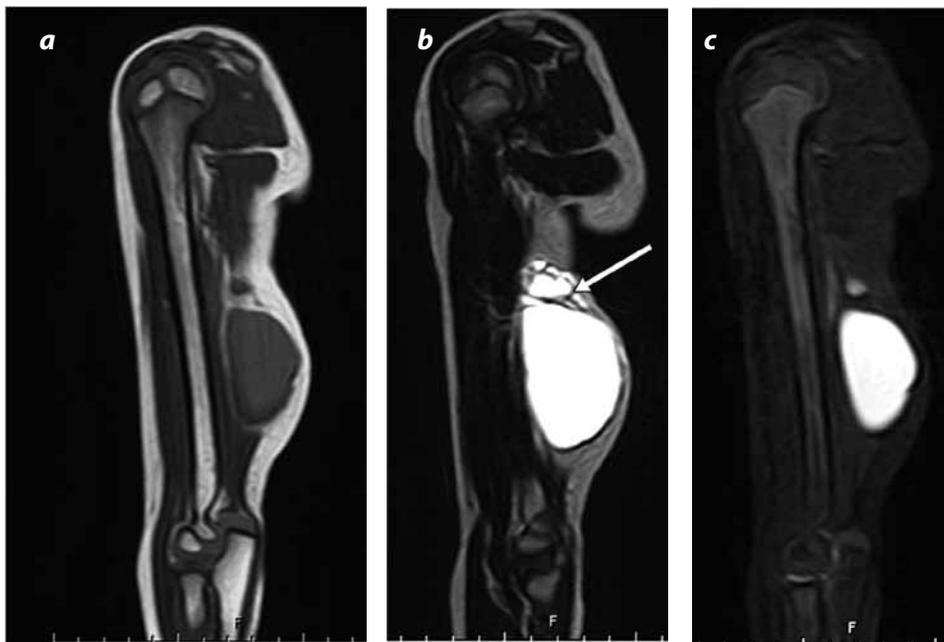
Resonancia magnética del brazo derecho. a) Secuencia coronal ponderada con información en T1. Muestra una masa ligeramente hiperintensa al músculo. b) Secuencia coronal ponderada con información en T2. Se observan tabiques finos (flecha) en la porción superior de la masa marcadamente hiperintensa. c) Secuencia coronal STIR, en la cual se identifica la no supresión de la señal de la masa descrita.
